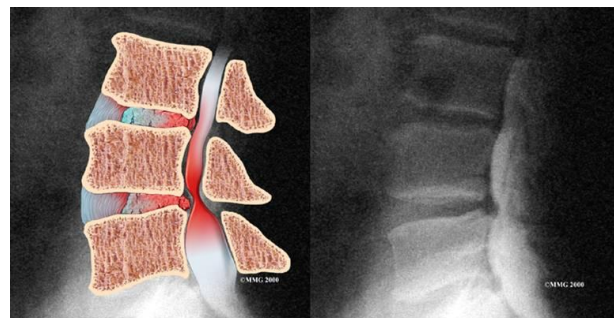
Pemeriksaan *X-ray* (Bull E dan Archard,2007)
